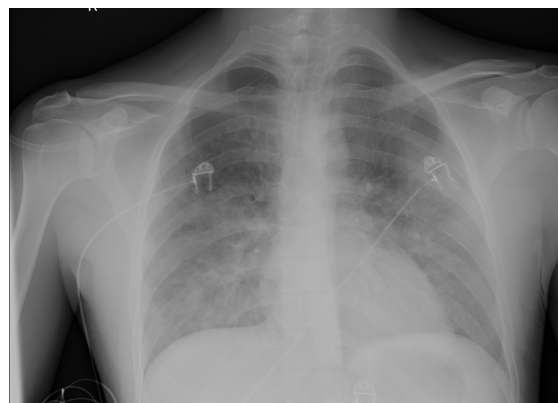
Dramatic improvement in the patient's chest X-ray after 24 hours of medical treatment.
